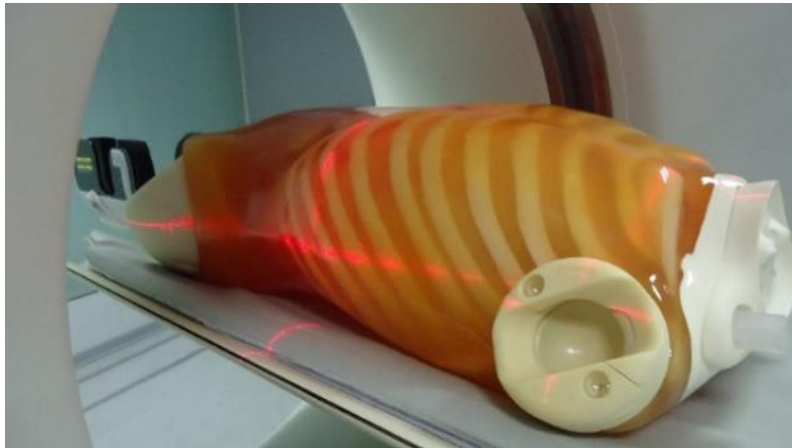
Posicionamento do fantoma na realização dos testes experimentais de TC coluna lombar, TC abdominal e TC tórax
